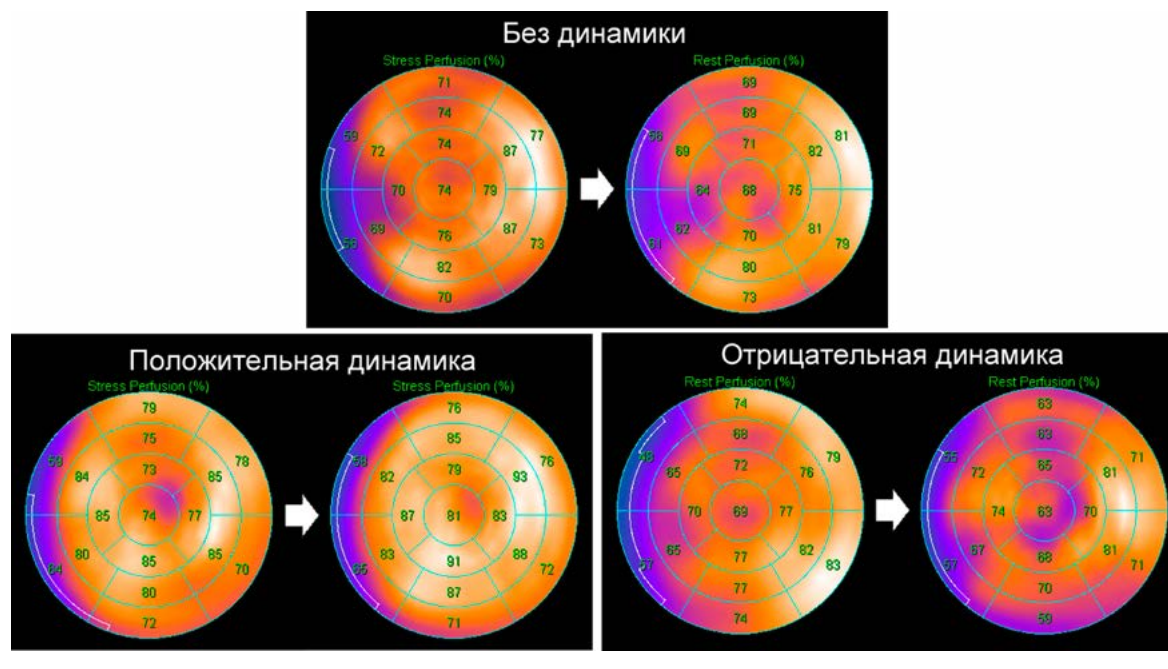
Варианты изменения перфузии миокарда по данным ОЭКТ у пациентов с выраженной ГХС на фоне статинотерапии.
